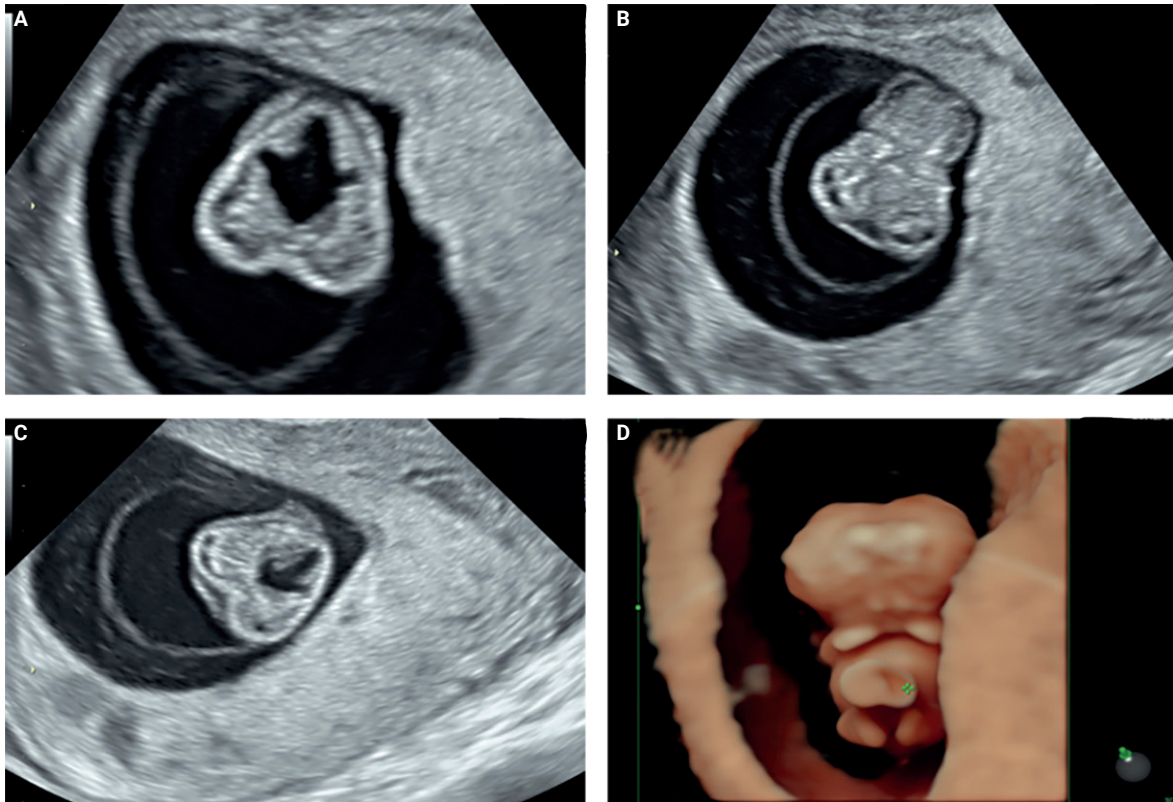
Ecografía endovaginal: A) eje axial del cráneo donde se observa la parte posterior del encéfalo o rombencéfalo dilatado, así como la duplicación de la parte anterior del cráneo. B) Eje axial de cráneo donde se advierte la duplicación del cráneo unido por un mismo cuerpo embrionario. C) Eje longitudinal del cráneo, donde se ven dos cráneos, unidos en su cara medial y por tejidos blandos. Cada cráneo muestra la línea interhemisférica y ambos plexos coroideos. D) Eje longitudinal que muestra el contorno embrionario, con duplicación de la cara y el cráneo de un embrión único.
